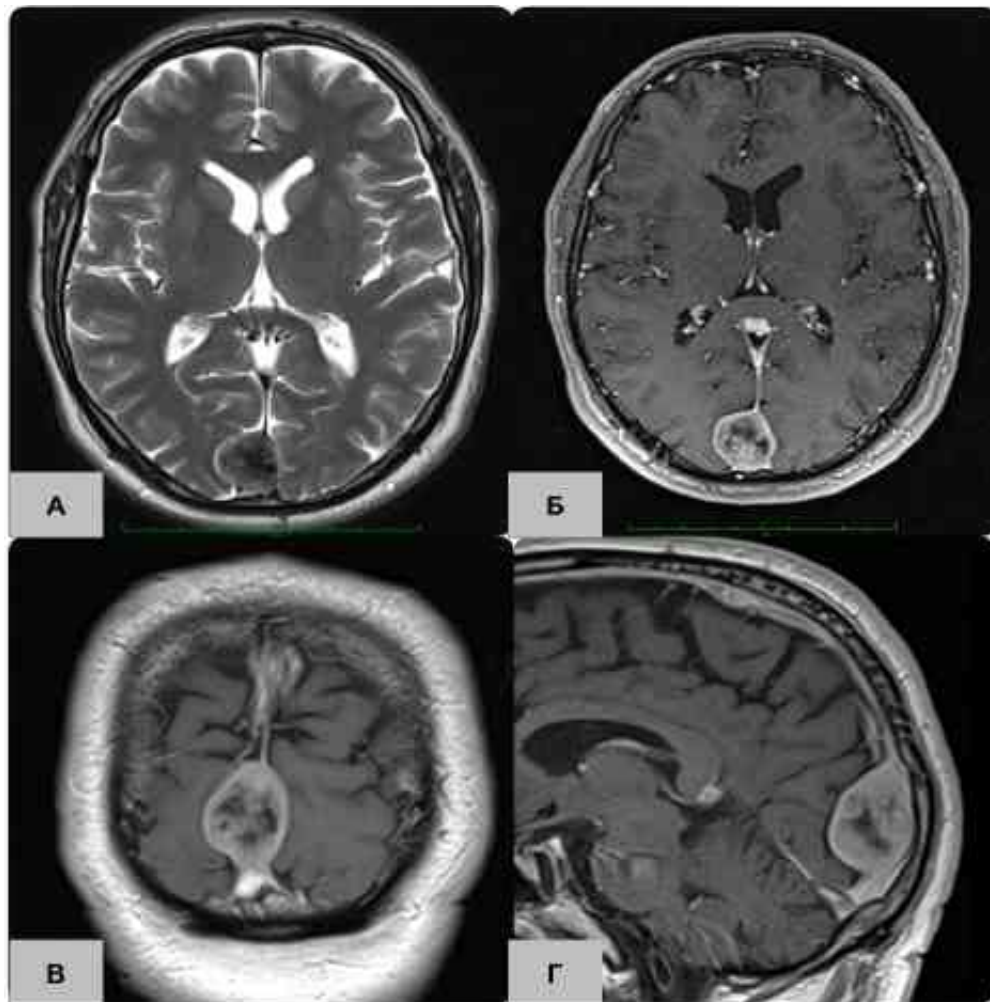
МРТ пацієнта з менінгіомою задньої третини стрілової пазухи (Sidnou IV) (А - аксіальна проєкція, режим Т2 без в/в підсилення, Б - аксіальна проєкція, режим Т1 з в/в підсиленням, В - коронарна проєкція, режим Т1 з в/в підсиленням, Г - сагітальна проєкція, режим Т1 з в/в підсиленням).
